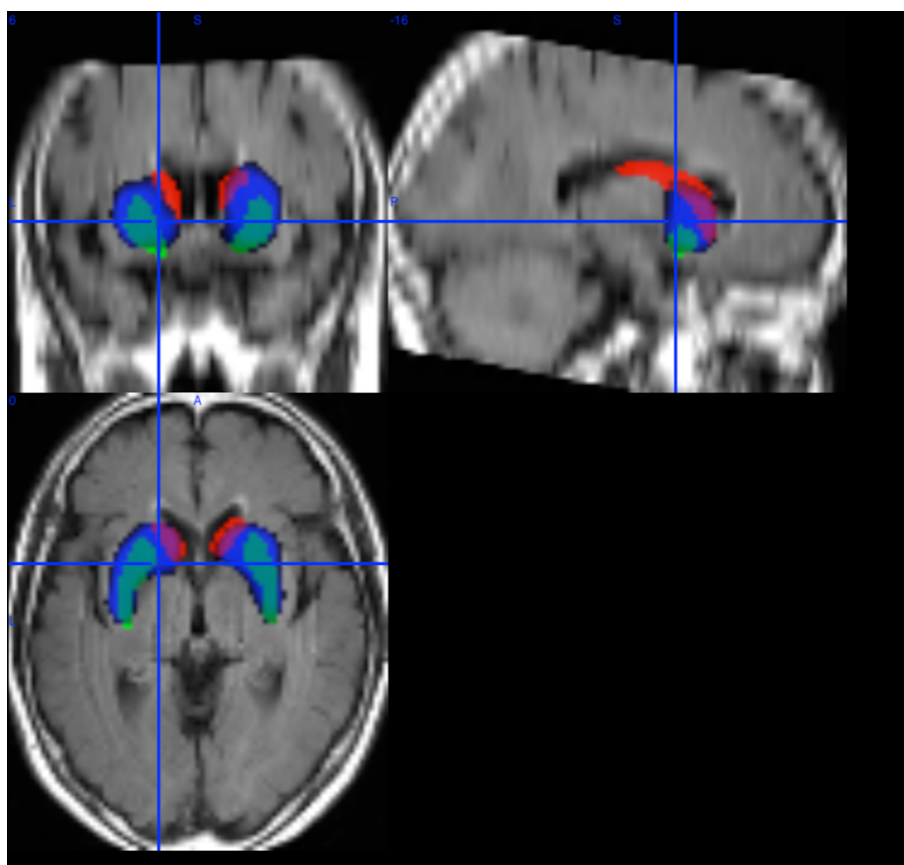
$[^{123}\text{I}]$ -FP-CIT-SPECT画像とROIs画像の重なり
